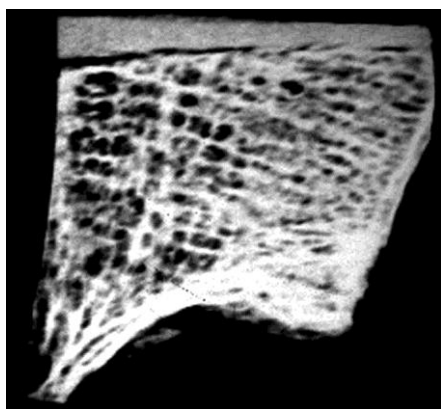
Микрорентгенограмма. Срез костно-цементного конгломерата после цементирования по традиционной технологии (ув.× 8,5)
